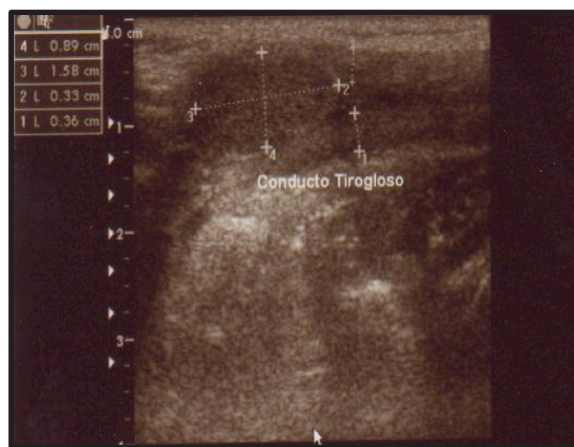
Imágen ultrasonográfica del conducto tirogloso.
